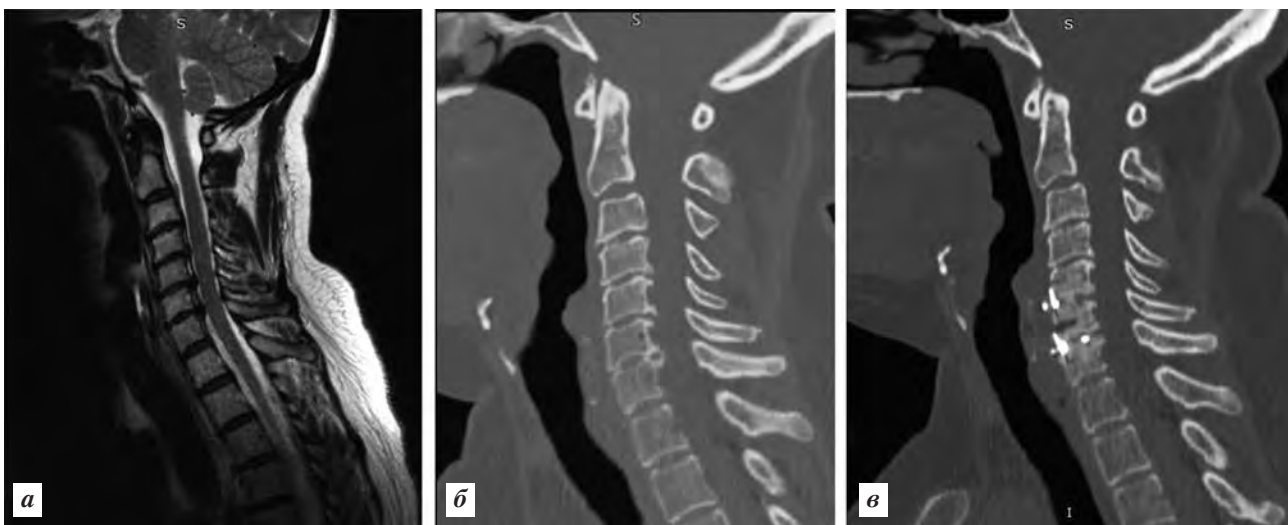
Пациентка К., 67 лет, 1-я группа, двухуровневая дискэктомия C<sub>V-VII</sub> со спондилодезом кейджами: а — предоперационная сагиттальная МРТ-грамма (грыжи межпозвонковых дисков C<sub>V-VII</sub> со стенозированием позвоночного канала, вентральная компрессия невралных структур); б — предоперационная сагиттальная МСКТ-грамма (диск-остеофитные комплексы C<sub>V-VII</sub> со стенозированием позвоночного канала); в — послеоперационная сагиттальная МСКТ-грамма (межтеловой блок C<sub>V-VII</sub>, отсутствие дегенеративного заболевания смежных сегментов)
